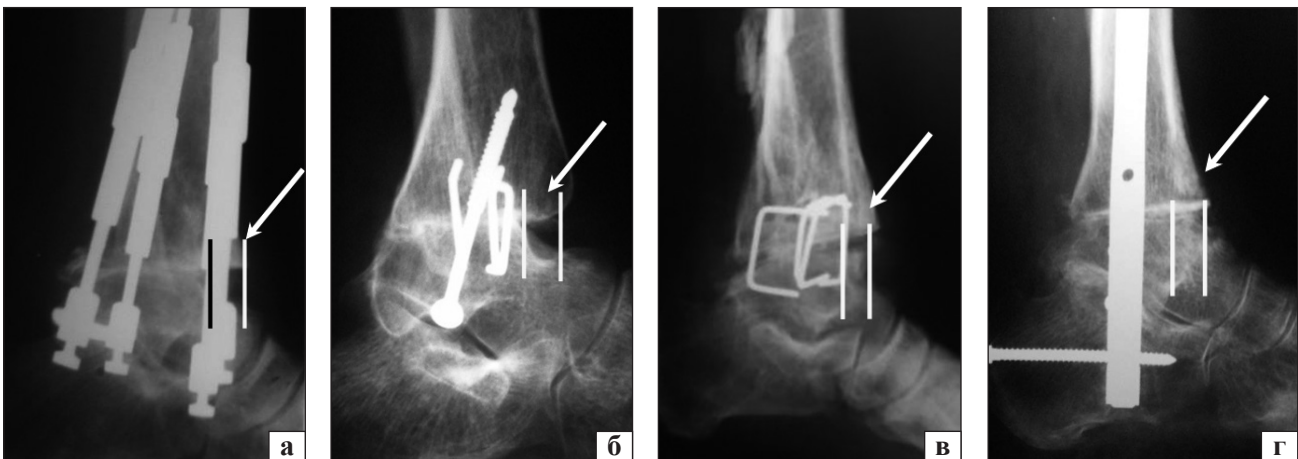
Рентгенограми НГС у боковій проекції після виконання резекційного артродезу за модифікованою методикою (стрілками позначено зміщення стопи назад) у пацієнтів основної групи зі застосуванням АЗФ (а), гвинтів і скоб (б), скоб (в), БІС (г)
